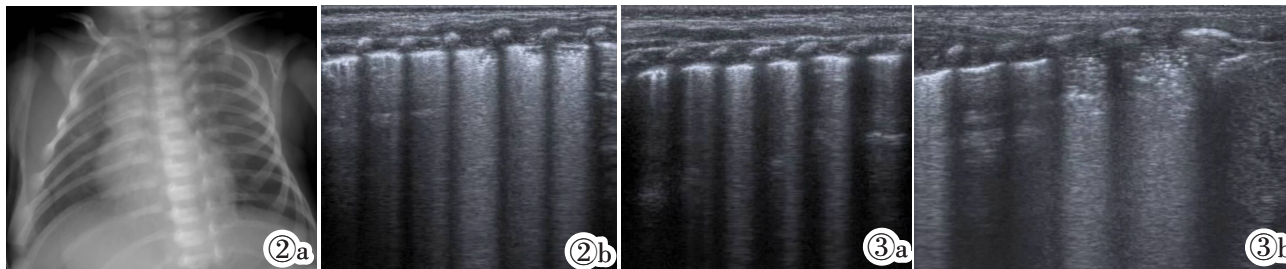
同一新生儿胸部 X 线与超声均为阳性病例。图 2a: X 线提示双肺纹理增粗、模糊,散在浸润影;图 2b: 肺超声提示胸膜线异常、A 线消失、肺实变,实变区边缘不规则,呈碎片征。图 3 同一新生儿肺炎患儿肺超声表现。图 3a: 十二分区评分法中表现为 B 线增多,伴有部分融合;图 3b: 十四分区评分法中显示右侧肺底部存在肺实变。
